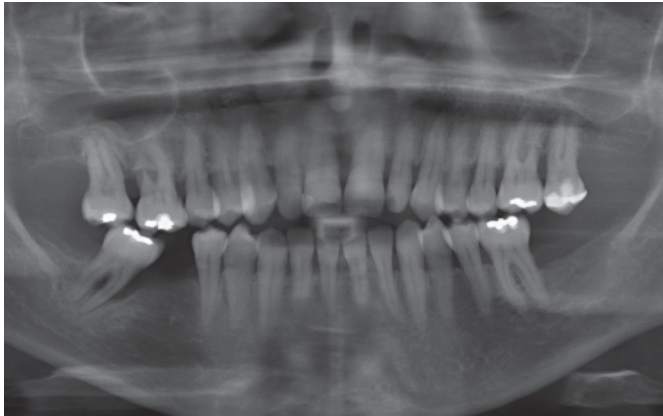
Orthopantomogramm mit unscharf abgebildetem Oberkieferfrontzahnbereich
